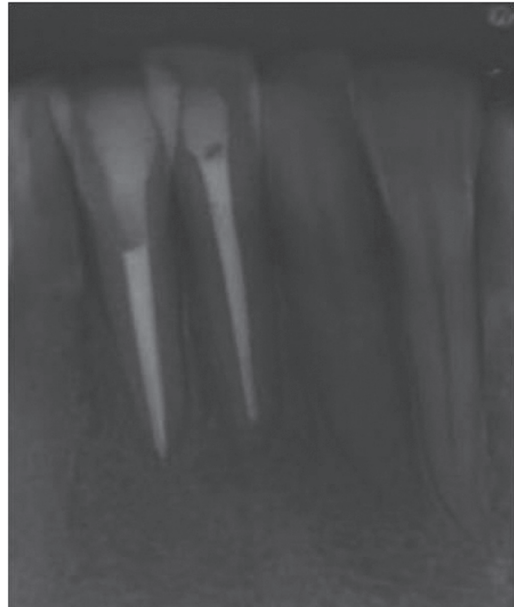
Imagem radiográfica periapical de preservação de dois anos em que se constata a regressão e o reparo ósseo completo da área de lesão
